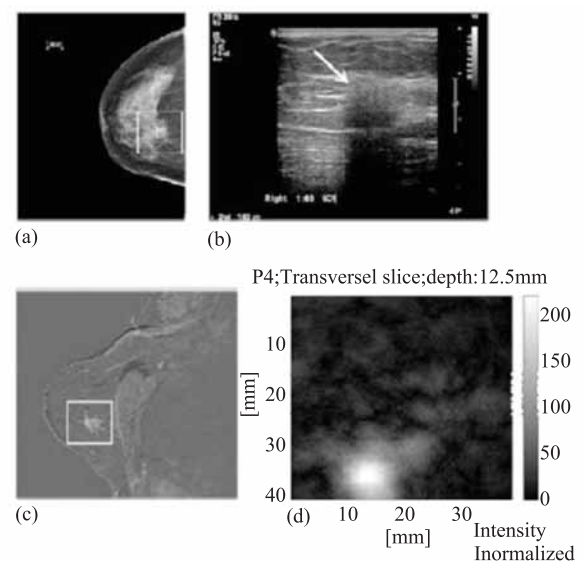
浸润性导管癌成像结果图 ((a)CT 图像; (b)超声图像; (c)MRI 图像; (d)光声图像, 本图片的使用得到原作者^[10]的授权)
